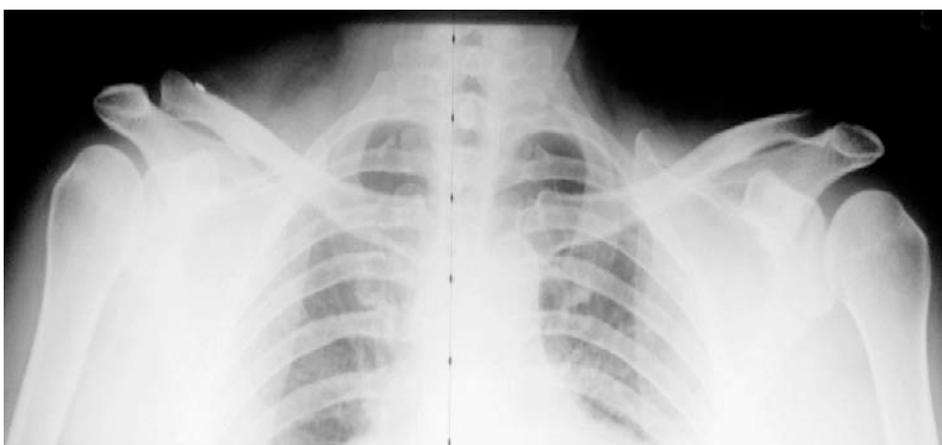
Postoperative Röntgenkontrolle.
